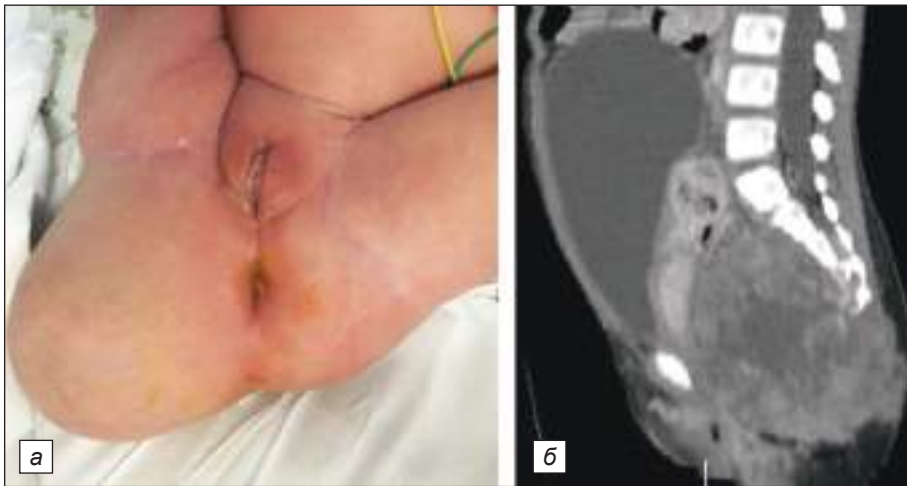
Пациентка К., 4-е сутки жизни. Тератома асимметричного типа, смещена вправо: *a* – внешний вид тазовой области; *б* – КТ-исследование: тератома IV типа.
